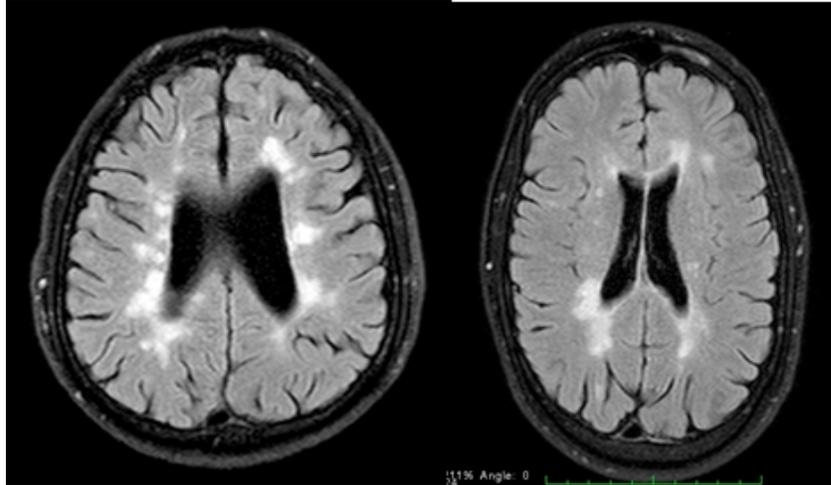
Patología cerebral en RM. Múltiples lesiones periventriculares típicas de pacientes con EM en secuencia Flair axial. b. Lesiones periventriculares en secuencia Flair axial. Lesiones típicas de EM bilaterales, con cierta simetría a nivel periventricular (RM de un paciente de la muestra del presente estudio, 2012).
